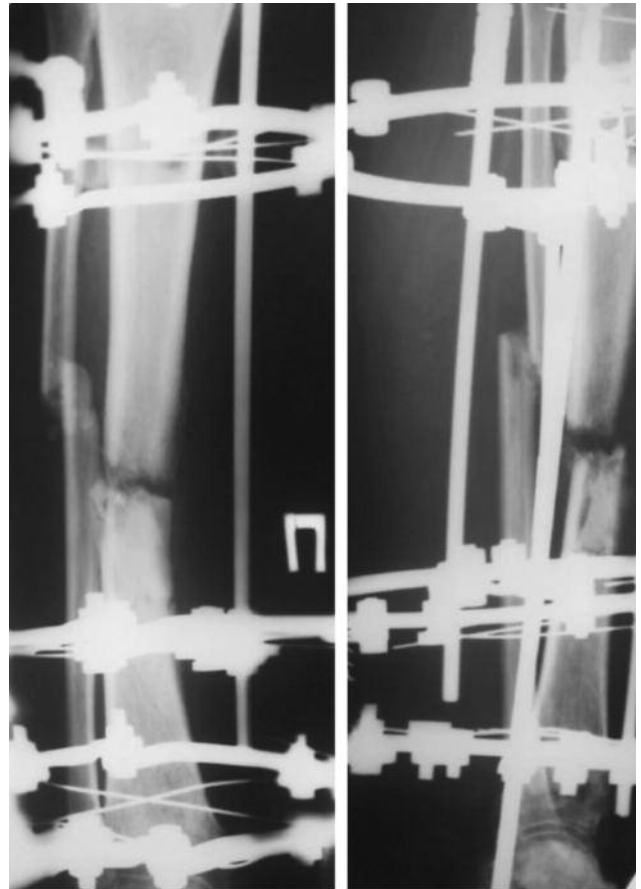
Рентгенограми пацієнтки 43 років через 8 місяців після оперативного лікування (монтажу АЗФ): ознаки кісткового мозоля відсутні, гіпотрофічний тип дисрегенерації кісткової тканини
